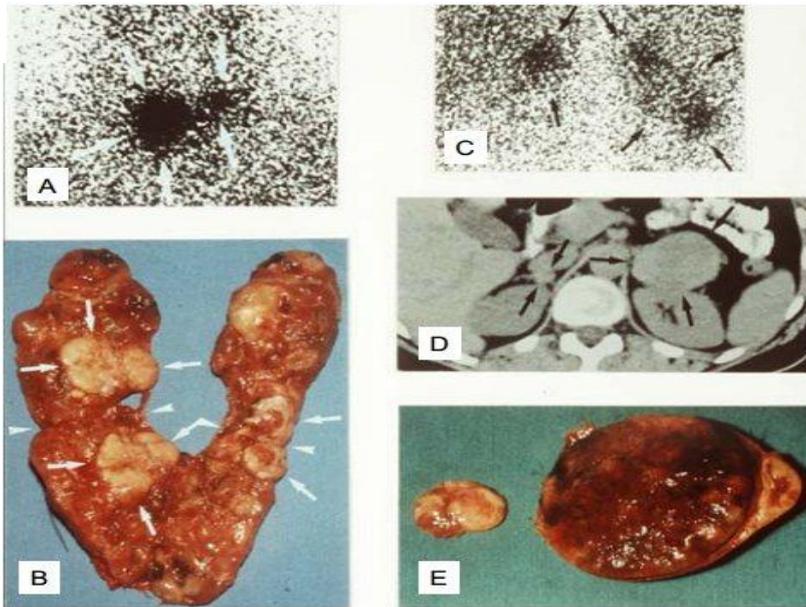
多发性内分泌腺瘤2型。患者44岁。A和B：甲状腺髓样癌；MIBG显像（A、C）及手术制备（B）两个瘤体（长箭头；箭头指向剖开肿瘤）。C-E：双侧嗜铬细胞瘤（D：CT横扫）；来源于Neumann HPH. The Keio J Med 2005;5:15-21. 均获得了出版者的同意（详见参考文献）。
